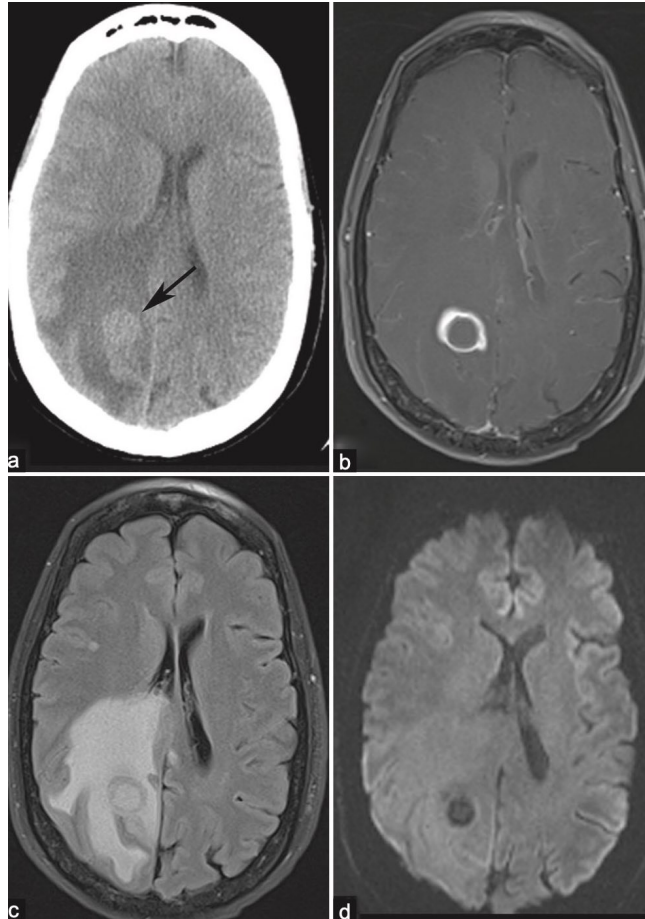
Metastasi cerebrale da adenocarcinoma polmonare non a piccole cellule (NSCLC). La TC senza mdc (a) mostra una lesione in sede parietale destra, al confine tra sostanza bianca e sostanza grigia, con edema vasogenico associato. La sequenza T1 dopo mdc (b) evidenzia il *ring enhancement*. La sequenza FLAIR (c) conferma l'esteso edema vasogenico perilesionale. In DWI (d) si apprezza, in corrispondenza del *core* della lesione, un'area di ipointensità, indice di incrementata diffusione, utile per la diagnosi differenziale con un ascesso cerebrale [101].
